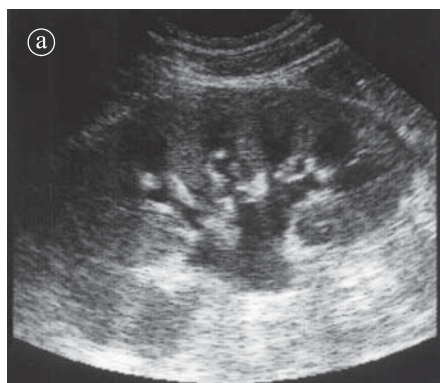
Obstrucție de tip acut, secundară migrării unui calcul în ureter. Ecografie a) secțiune longitudinală. Aparatul pielocaliceal este dilatat. Papila este hiperecogenă. b) detaliu. c) urografie
